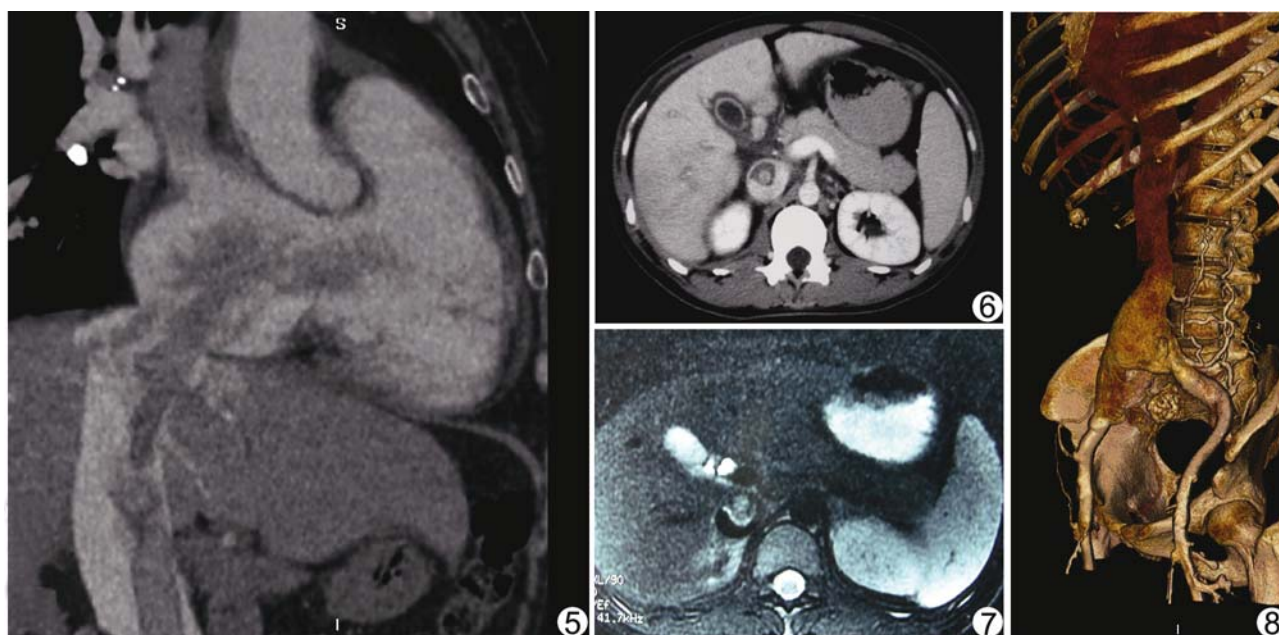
CT MPR 可见下腔静脉、右心房、右心室内偏心性充盈缺损,游离于管腔内,似“拐杖头”或“蛇头”状改变 图 6 CTV 可见下腔静脉内偏心性充盈缺损,游离于管腔内,病灶中心强化,周围无强化 图 7 轴位 MRI T2WI 可见下腔静脉内偏心性充盈缺损,游离于管腔内,病灶中心见略高信号,周围见条状更高信号 图 8 CT VR 可见双侧髂总静脉、下腔静脉充盈缺损,腰静脉发出侧支血管
